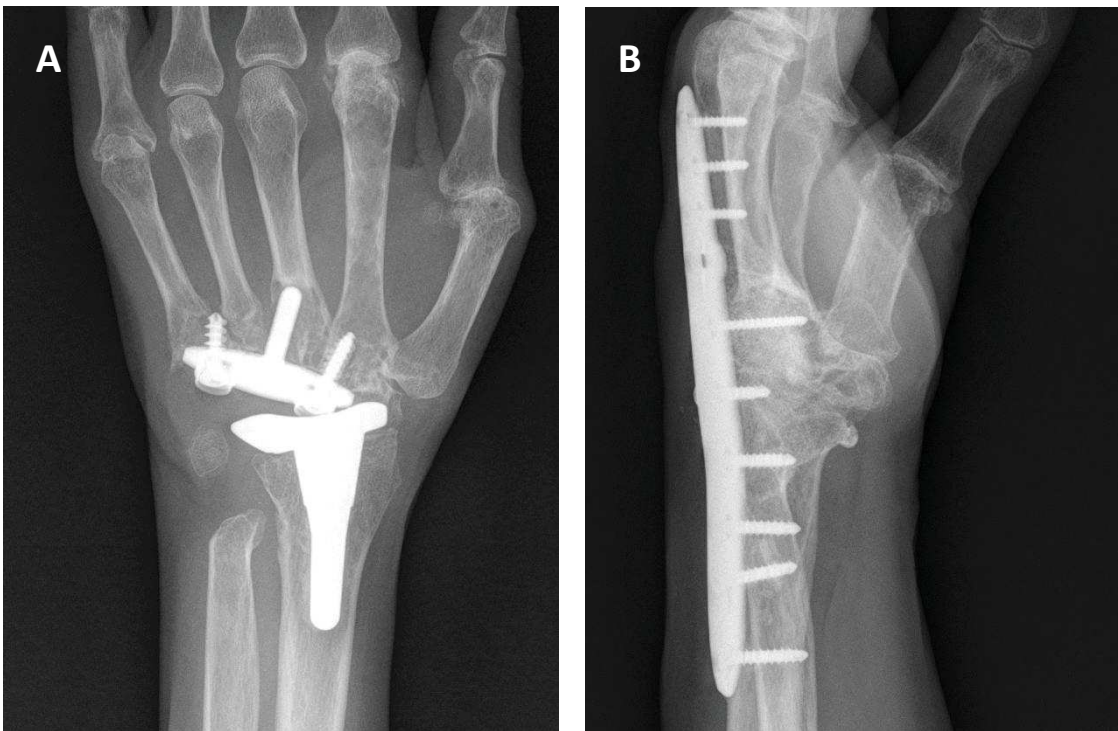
(A) Fracaso del implante 4.8 años después de la operación. Se retiró la prótesis y se realizó una artrodesis total de muñeca inmediatamente después del explante. (B) Radiografía 2 años después de la artrodesis (cortesía del Dr. Martínez Villén).
